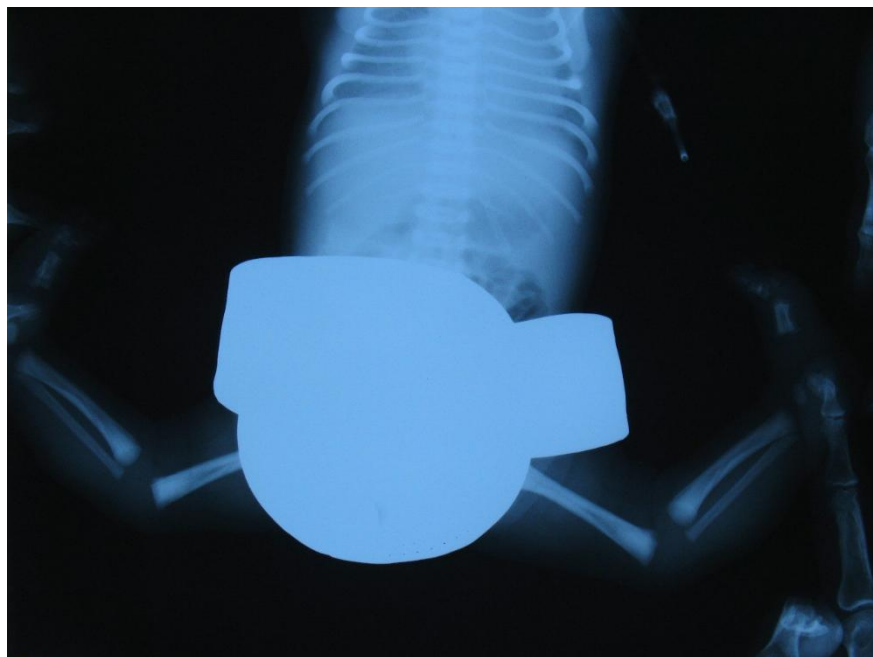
Рентгенограмма нижних конечностей пациента Л., возраст 28 часов. Двусторонний вывих голени (III степень тяжести по J. Leveuf). Переразгибание голени  $66^{\circ}$  и  $71^{\circ}$  справа и слева соответственно
